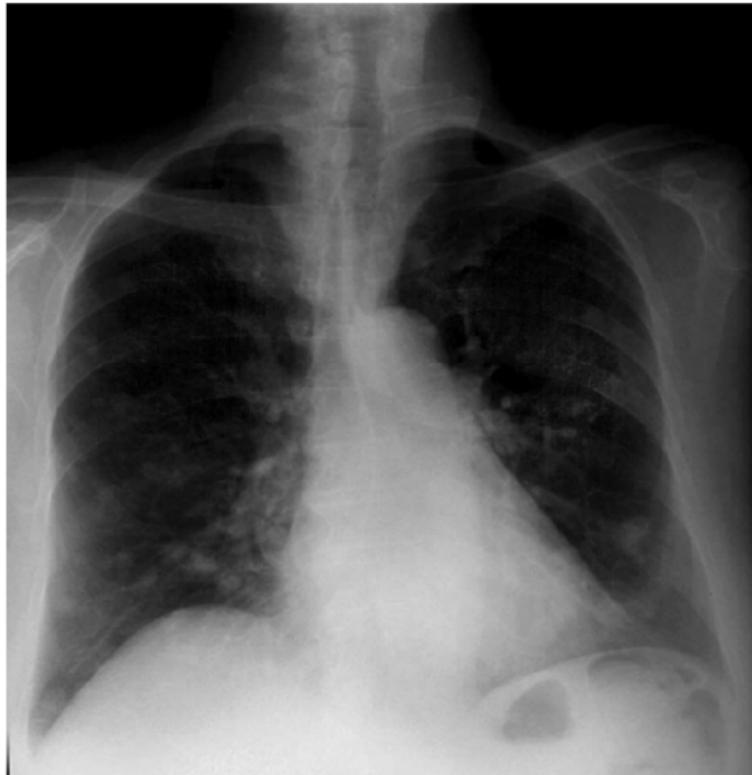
Pulmonary x-ray at diagnoses October 1999 showing multiple lung metastases in both lungs.
